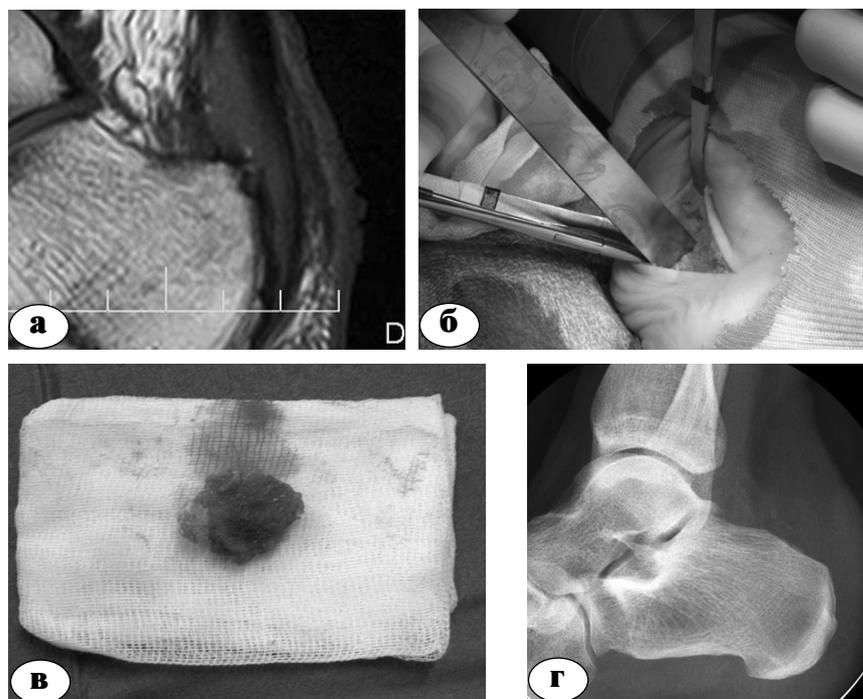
Открытая краевая резекция пяточной кости: а – до операции, б – операция, в – резецированный экзофит, г – рентгенограмма после операции
